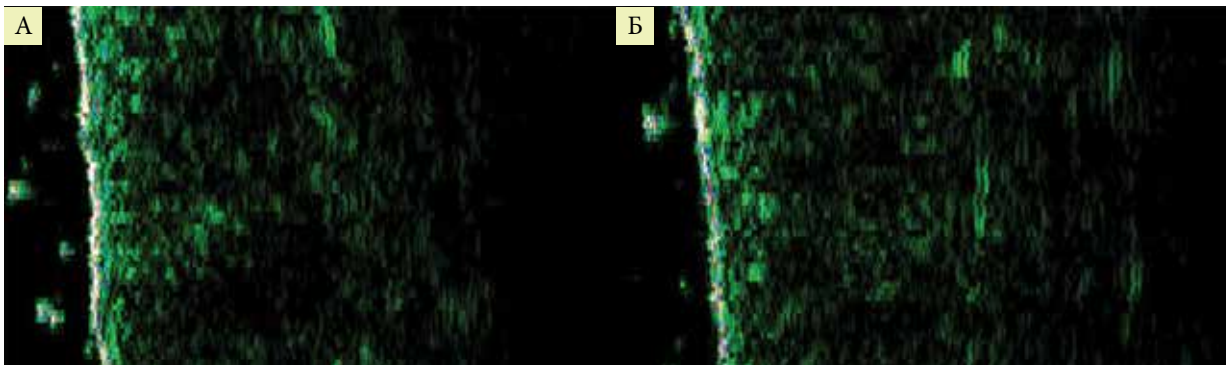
УЗИ кожи лица пациента из группы Д до (А) и спустя шесть месяцев после трех процедур неаблятивного фракционного фототермолиза (Б)
